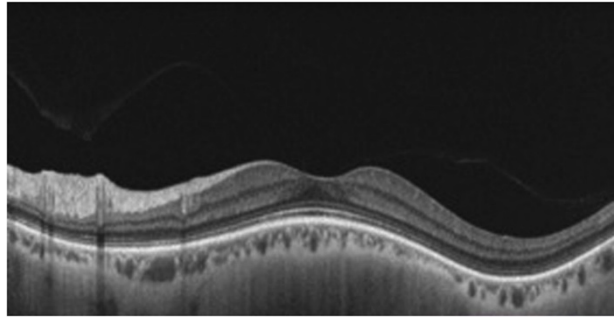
Mácula em forma de cúpula ovalada com orientação vertical, visualizada através de Tomografia de Coerência Ótica. Adaptado de (28).
